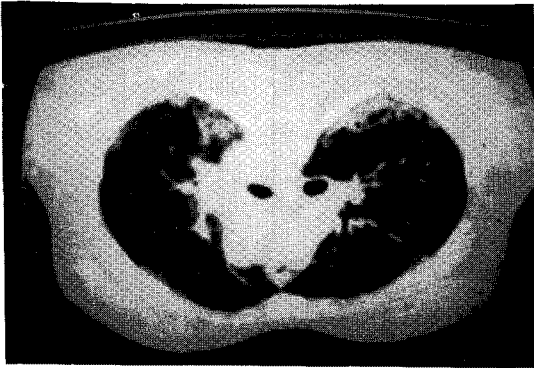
Thorax CT scan shows thin-walled cysts of various sizes and interstitial infiltration on both peripheral lung fields.
